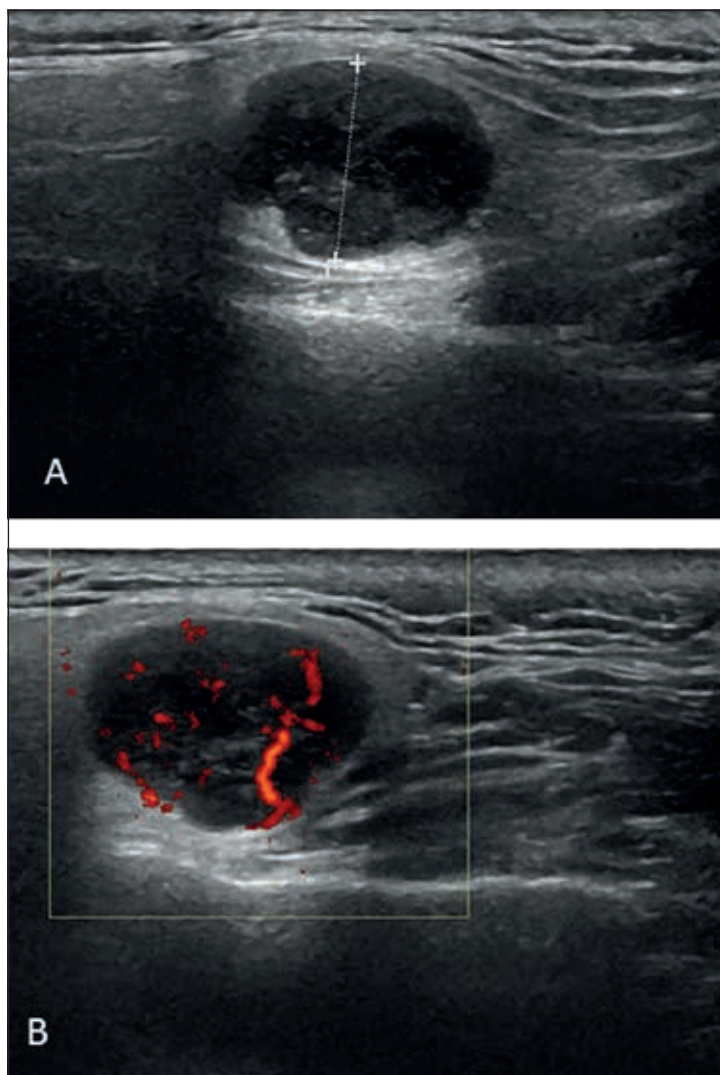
Carcinoma Adenoide Cistico della parotide: l'ecografia mostra un nodulo solido ovoidale, a margini regolari, con ecostruttura omogeneamente ipoecogena e modesto rinforzo acustico posteriore (A). Lo studio Power-Doppler evidenzia alcuni spot vascolari all'interno della lesione (B). Le caratteristiche della lesione non consentono una sicura diagnosi differenziale con le lesioni benigne.
